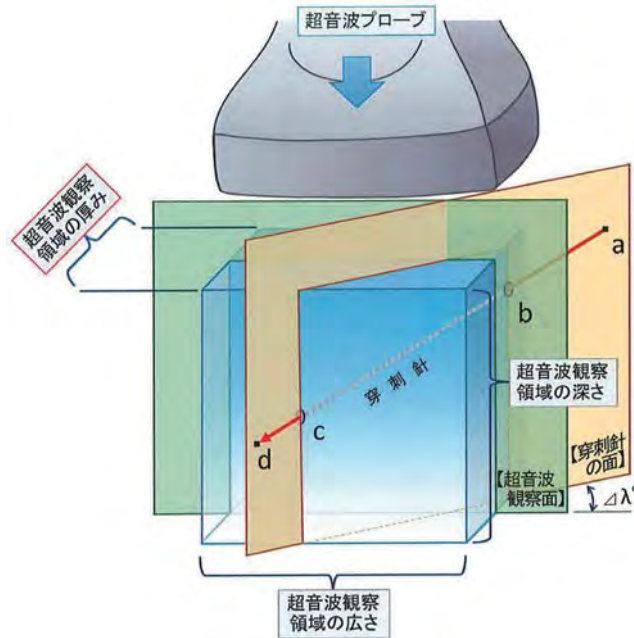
超音波ガイド下穿刺において、針先の誤認が起きるメカニズム
